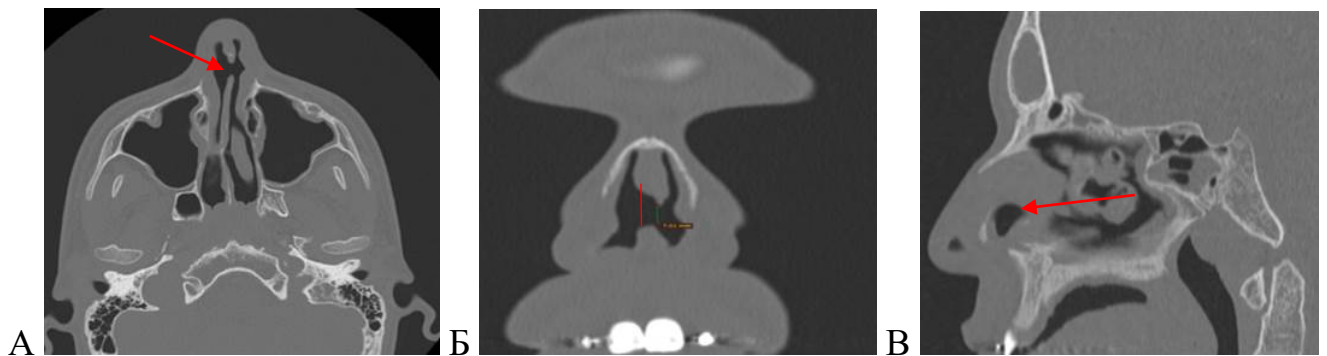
КТ ОНП. Перфорация перегородки носа. Аксиальная (А), коронарная (Б), сагиттальная (В) проекции
